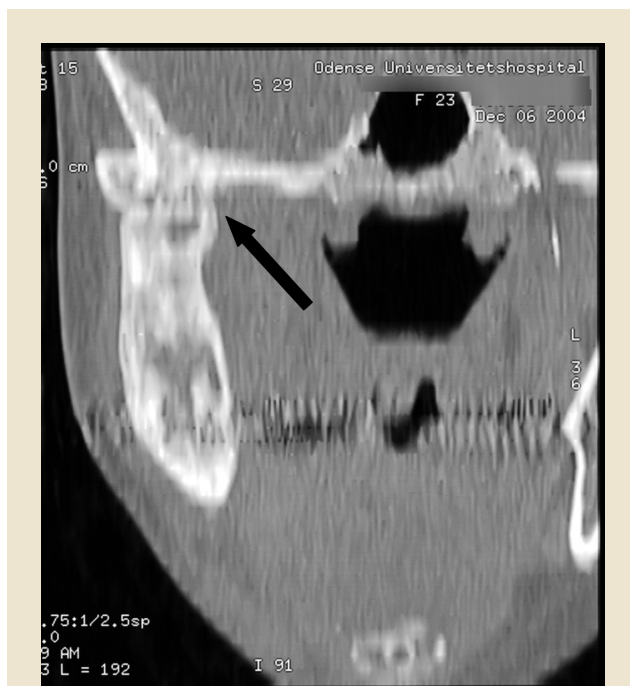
CT-scanning af højre kæbeled med ankylose (pil), koronal optagelse.
